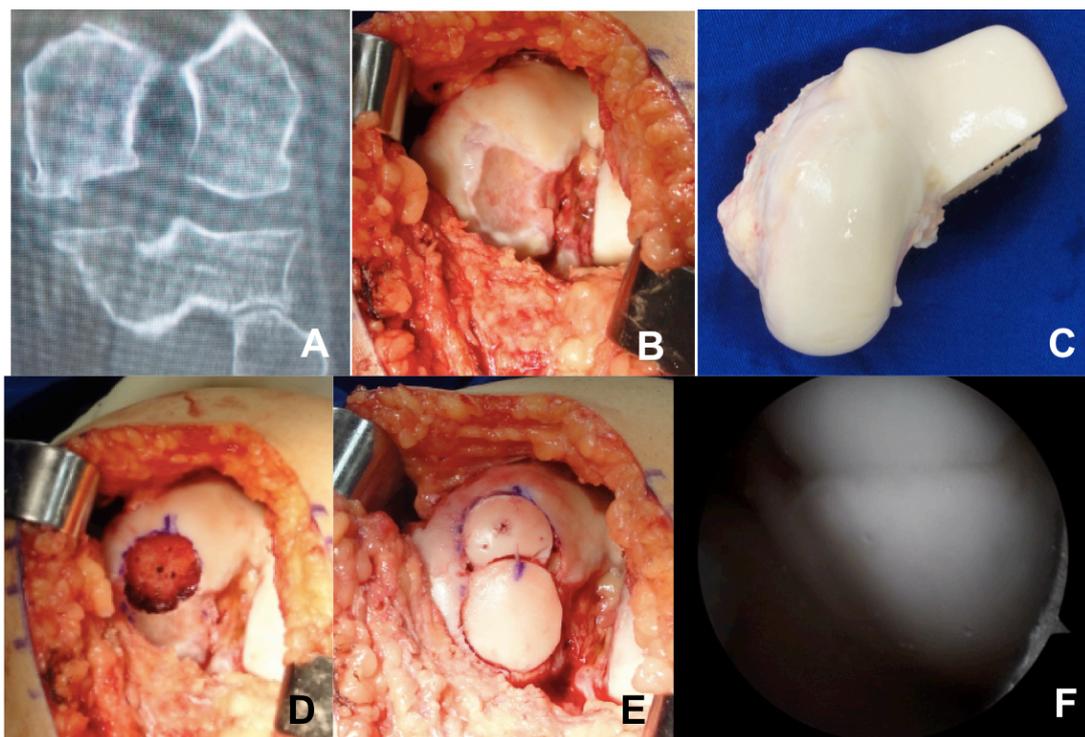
(Paciente 4) – A) Corte coronal de tomografia computadorizada demonstrando defeito ósseo de côndilo femoral medial por OCD B) Aspecto intraoperatório de lesão de 40 x 25 mm C) Côndilo femoral medial e tróclea de doador no intraoperatório D) Aspecto macroscópico do leito receptor do primeiro cilindro osteocondral E) Aspecto macroscópico final dos dois enxertos F) Visualização artroscópica da interface dos dois enxertos na ocasião da retirada do parafuso de fixação com 12 semanas
